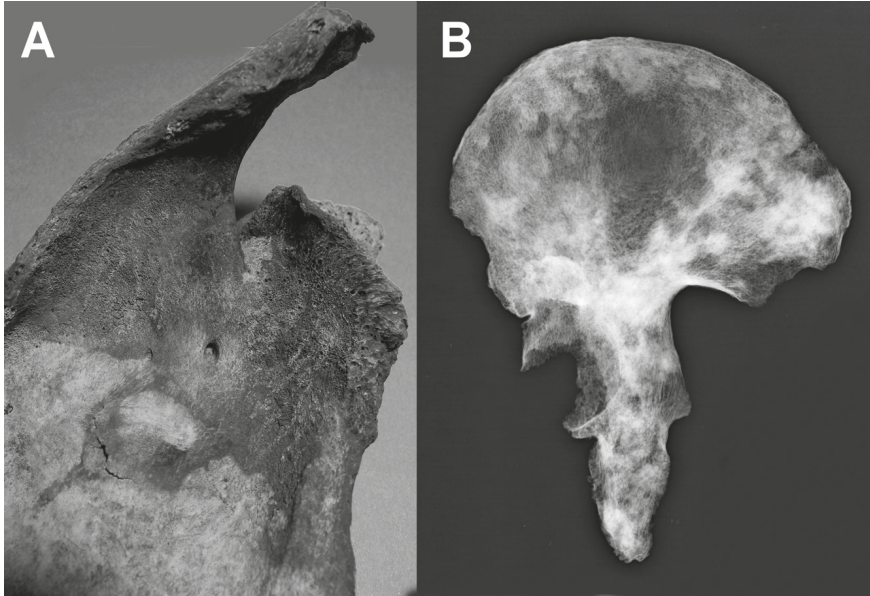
Individuo affetto da carcinoma metastatico A: reazioni osteoblastiche nella scapola; Fig. 9 B Radiografia dell'osso coxale che mostra focolai osteolitici e neoproduzioni ossee.
